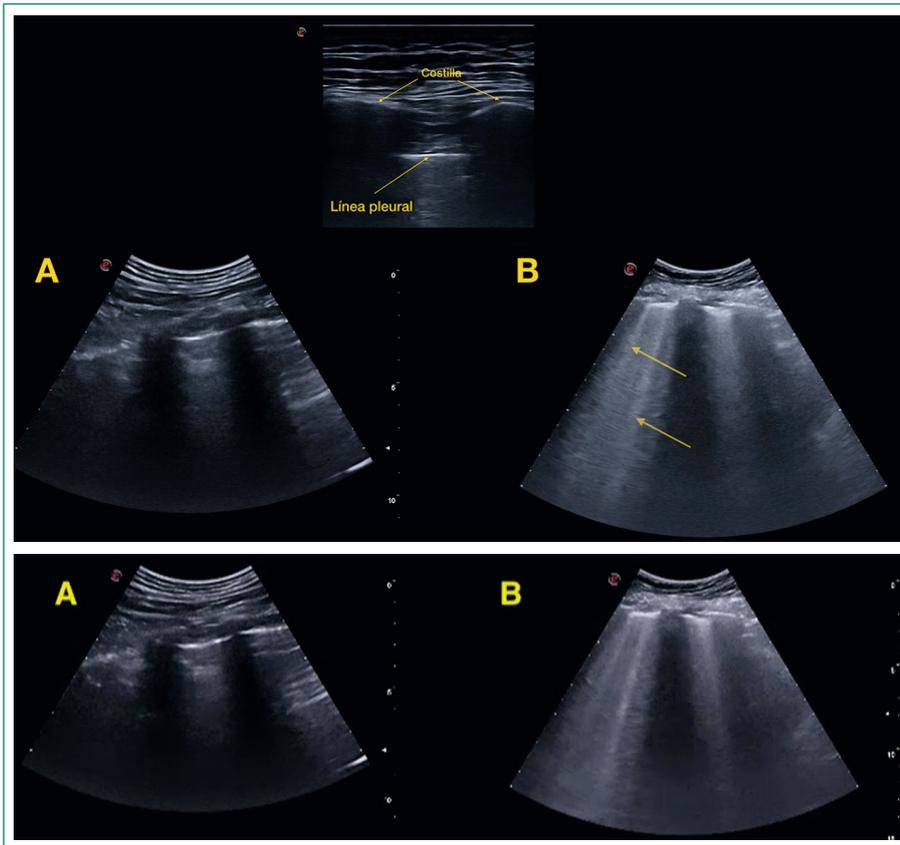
y Vídeo Figura 3. Ecografía de un pulmón normal (A) y del paciente (B), en la que se aprecian líneas B (flechas amarillas). Las líneas B son trazos verticales como rayos láser que se extienden desde la línea pleural hasta el fondo de la pantalla y se relacionan con la presencia de edema intersticial
